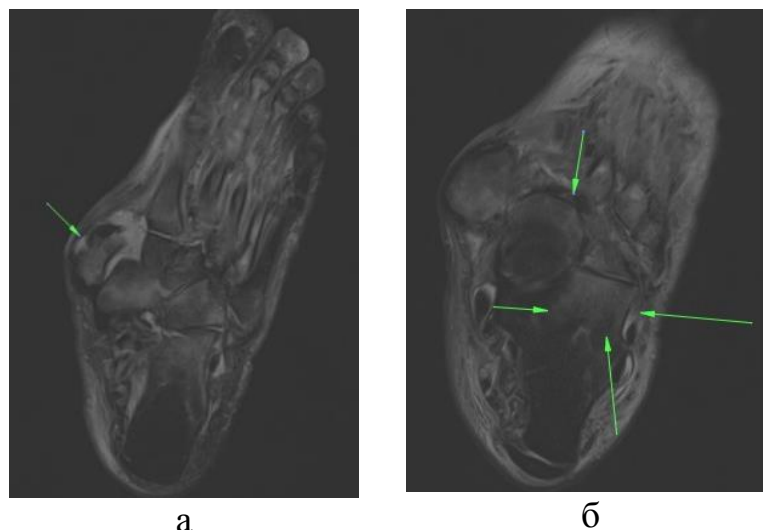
МРТ-стопы при обращении: а – стрелкой указана дислокация кости; б – стрелками указан отек костного мозга пораженных костей
